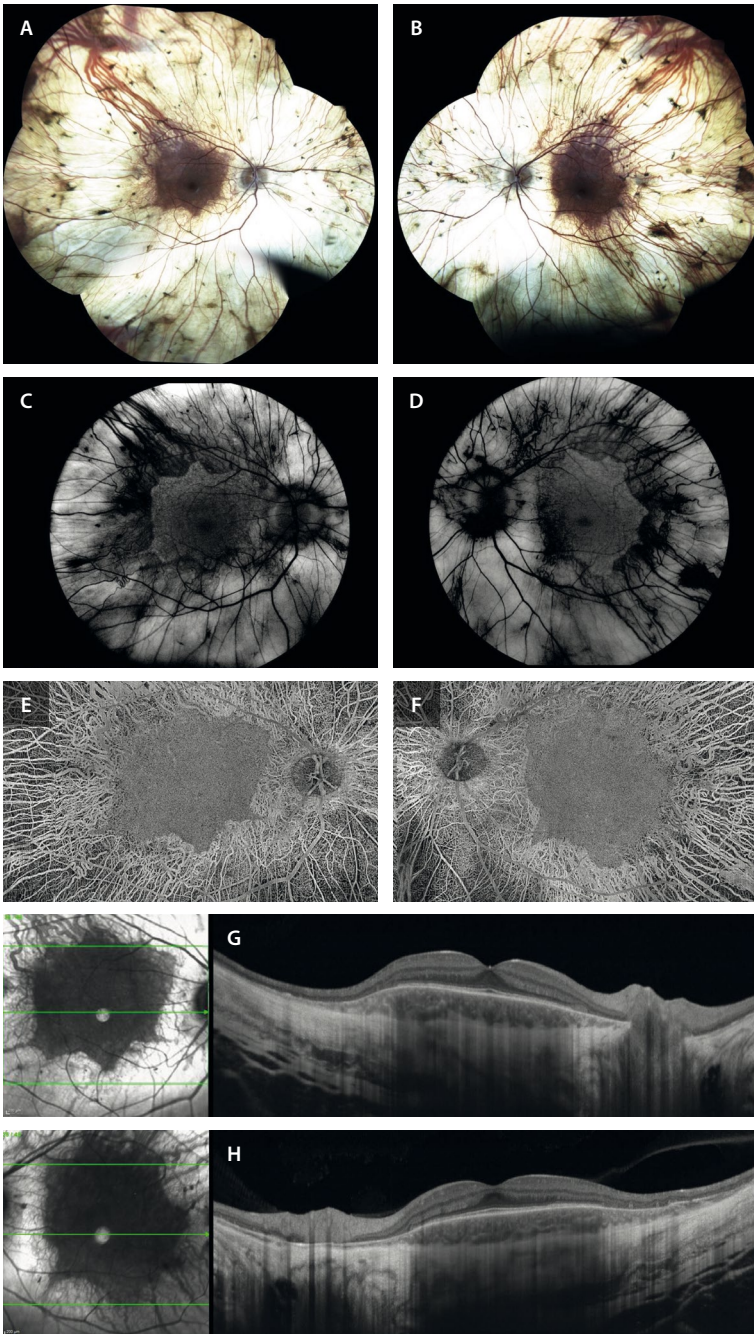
Coroideremia avanzada en un varón de 55 años. A y B) La retinografía muestra una ausencia completa de epitelio pigmentario de la retina y de coriocapilar de forma generalizada, exceptuando el polo posterior. C y D) La autofluorescencia muestra de nuevo la preservación del polo posterior, con una cierta hiperautofluorescencia relativa periférica por parte de la esclera. E y F) La imagen *en face* de la angiografía por tomografía de coherencia óptica muestra la preservación del polo posterior con la visualización de los grandes vasos coroideos en la zona atrófica. G y H) La tomografía de coherencia óptica muestra que la estructura retiniana en la zona preservada es completamente normal, con una retina interna y unas capas externas y epitelio pigmentario de la retina normales. En la zona atrófica, las capas externas, el epitelio pigmentario de la retina y la coriocapilar están ausentes, con una marcada hipertransmisión con visualización de la esclera. Imagen cortesía de K. B. Freund, Nueva York.
